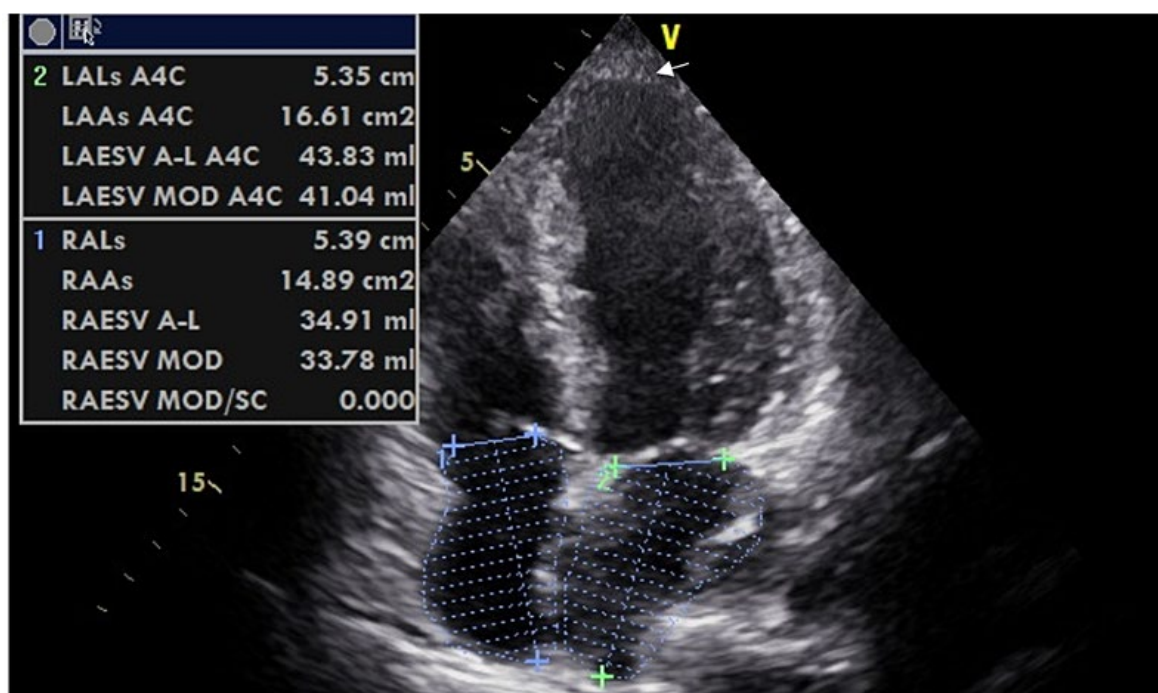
Ecocardiograma demonstrando presença de balonamento apical ventricular esquerdo. (seta branca).
